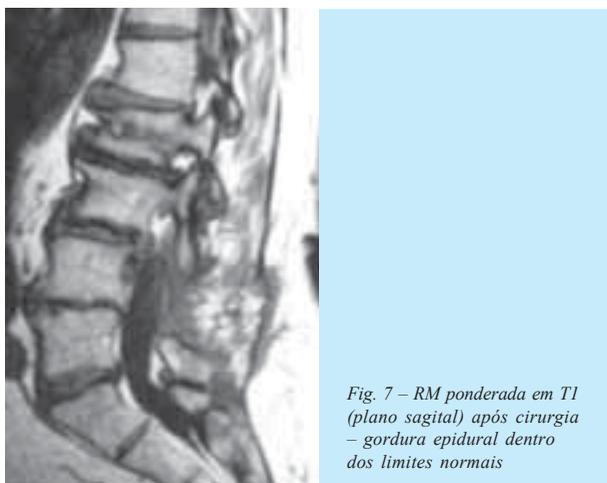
RM ponderada em T1 (plano sagital) após cirurgia – gordura epidural dentro dos limites normais
